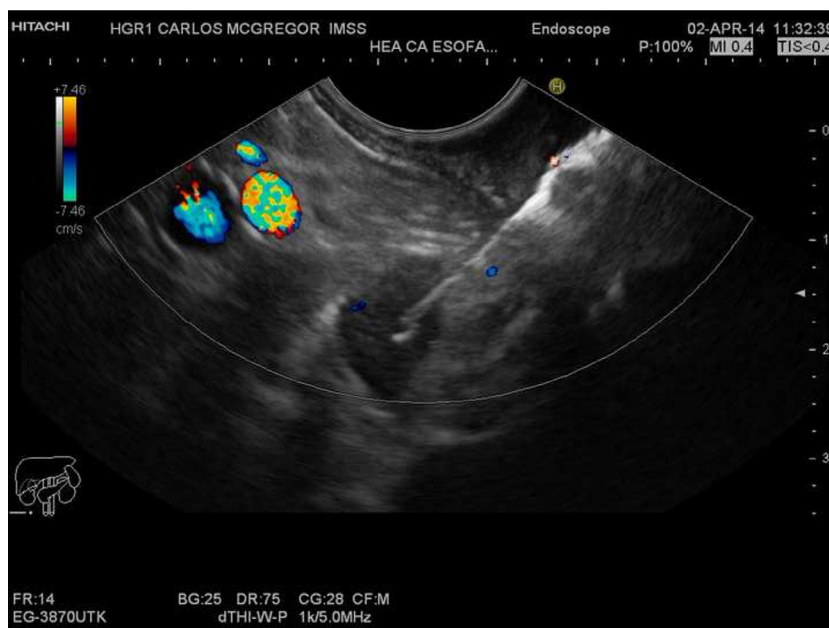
Biopsia por aspiración con aguja fina-USE del ganglio celiaco. Se utilizó una aguja de 22G guiada con doppler.
